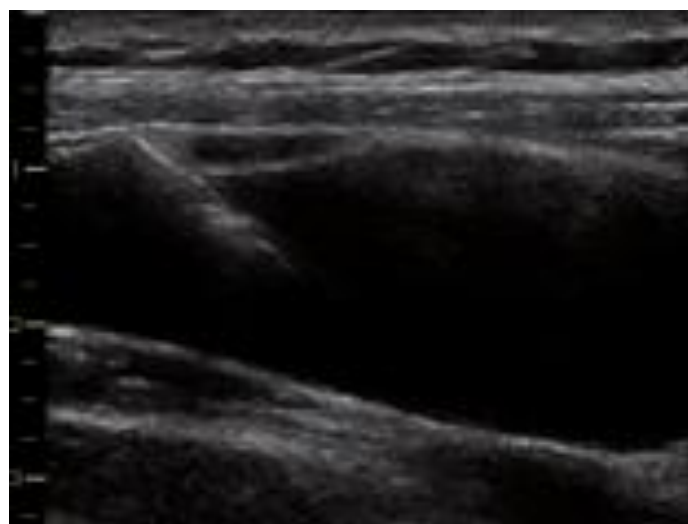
Vue échographique d'une ponction dans le plan de la veine jugulaire interne.
